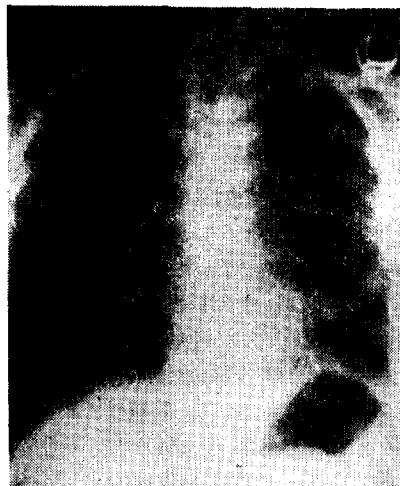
Post-operative chest X-ray film. Complete reexpansion of the left lung is seen.
